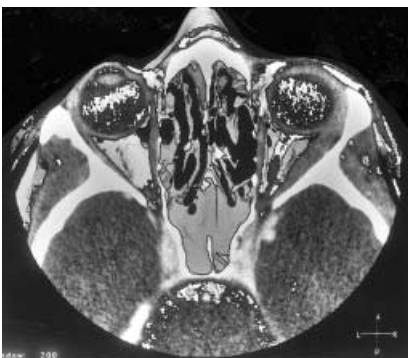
Myositis des Musculus rectus lateralis links. Axiale CT (3-D-Darstellung) einer 21-jährigen Frau mit akut aufgetretenen schmerzhaften Doppelbildern.
